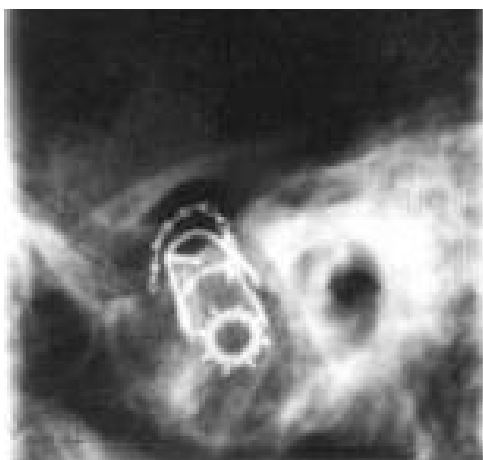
Radiografia transcraniana demonstrando a sobreposição dos marcadores metálicos neste exame.
